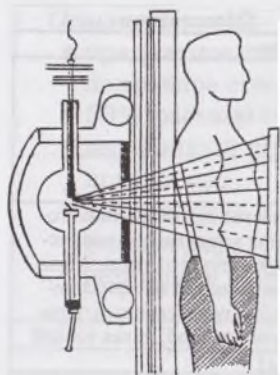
Рентгенодиагностика
